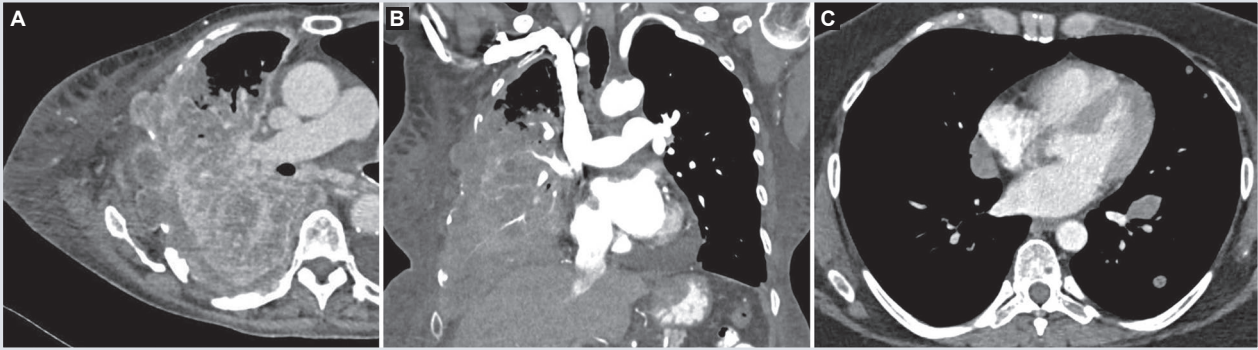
Extensión torácica directa. A y B: TC axial y coronal de una neoplasia pleural con extensión extratorácica directa e invasión del parénquima pulmonar, generando una consolidación heterogénea con realce intenso. C: muestra invasión del pericardio por una masa de morfología ovalada, con realce mínimo y heterogéneo, así como múltiples nódulos parenquimatosos de diversos tamaños. TC: tomografía computarizada.
